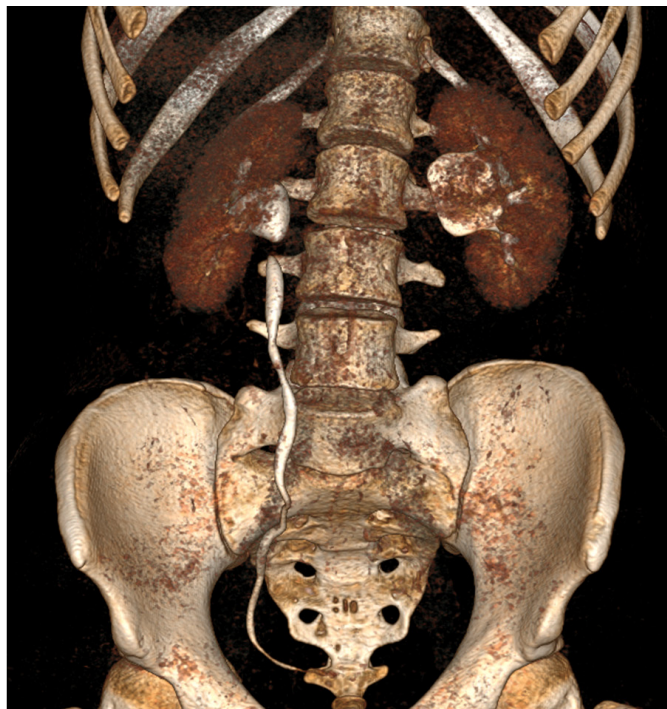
МСКТ с болюсным контрастированием, через 3 часа после введения контраста. 3D-реконструкция. Расширенная лоханка левой почки, левый мочеточник не визуализируется
